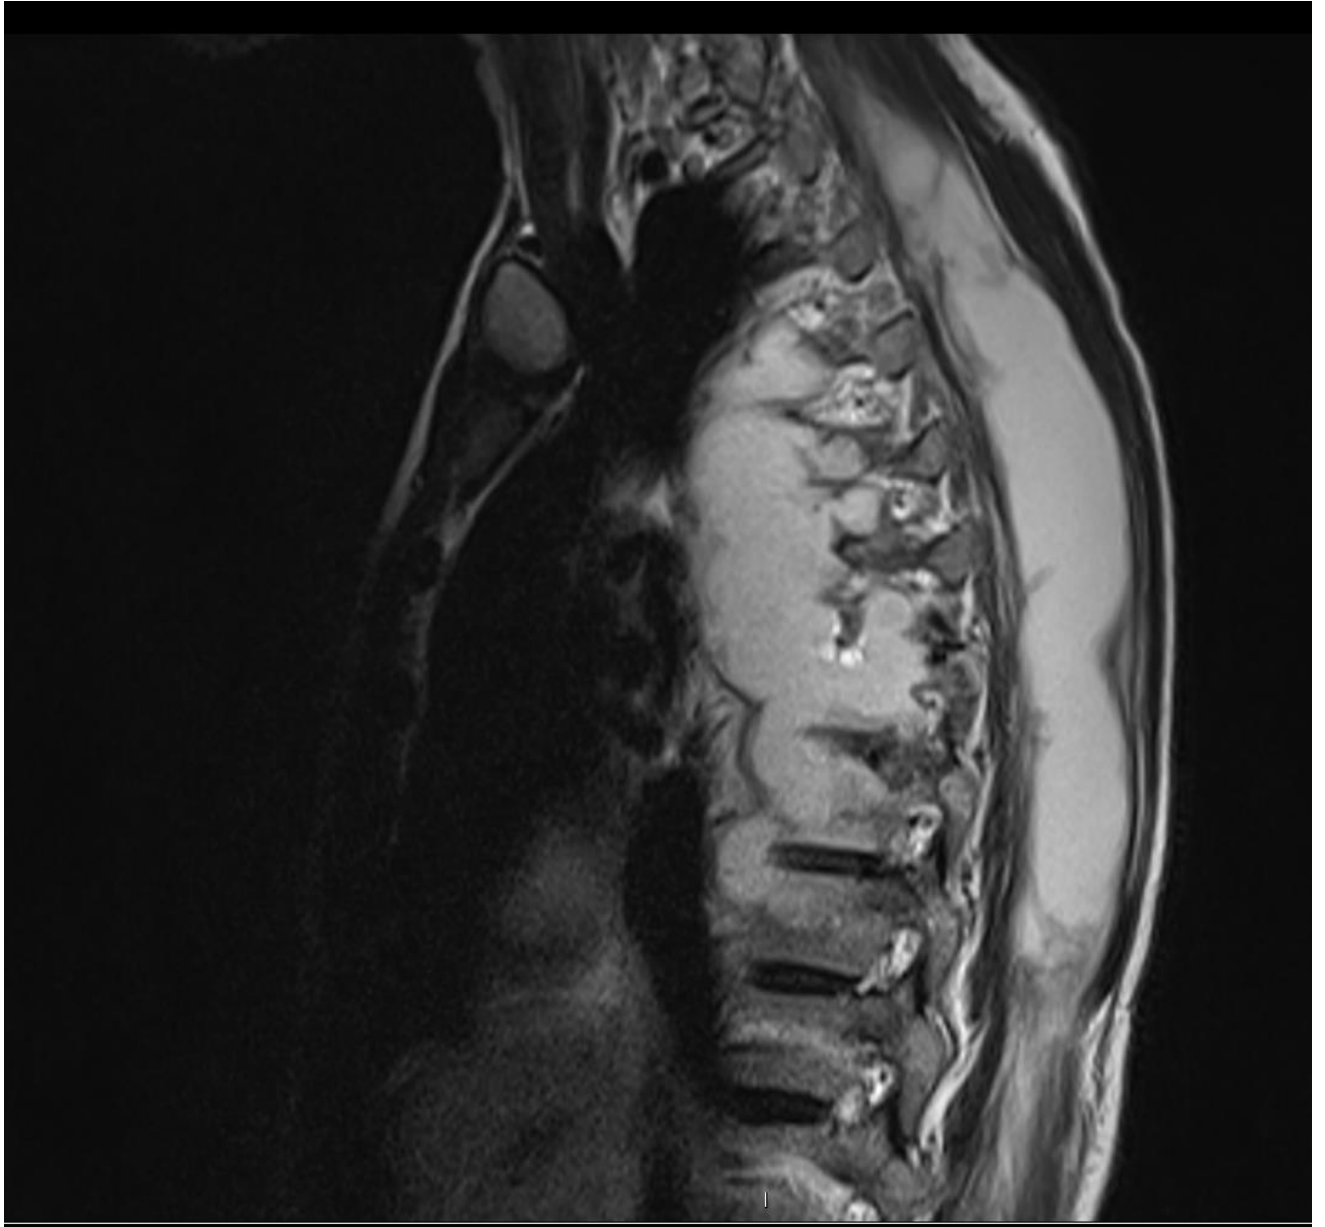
IRM thoracique en séquence T2, coupe sagittale.
